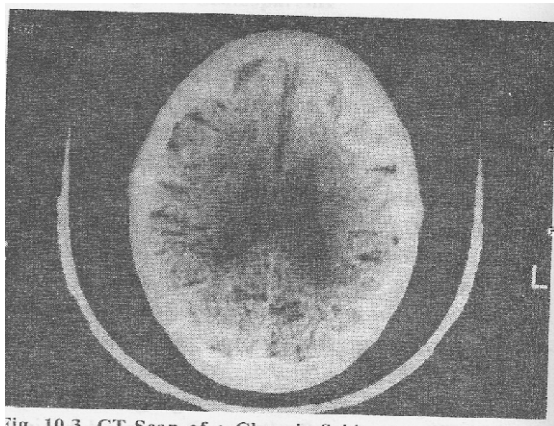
CT Scan of a Chronic Schizophrenic
